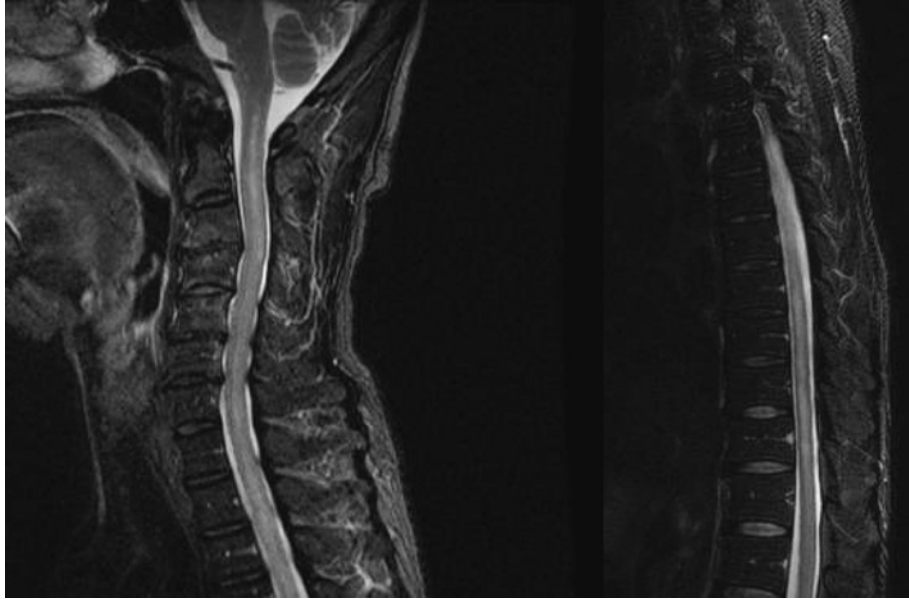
Spinal MRI (T<sub>2</sub>-STIR).
